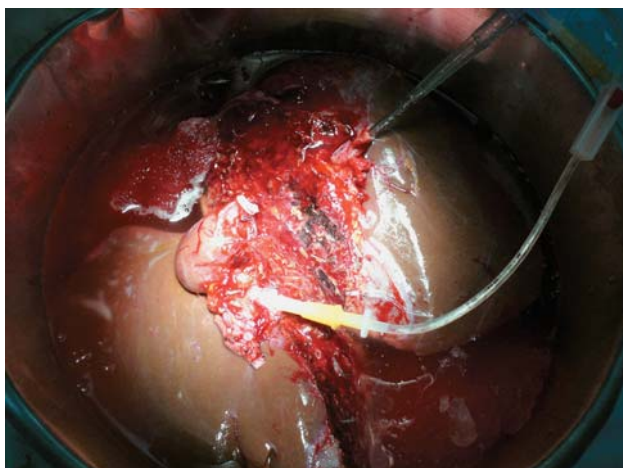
Макрофото. Раздельная холодовая перфузия экспантированной правой и левой доли печени *ex situ*.
